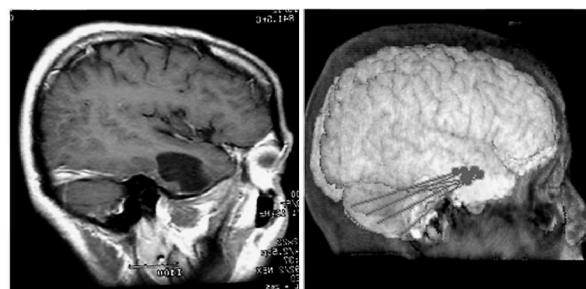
MEG (脳磁図) によるてんかん焦点の推定。左: 矢状断MRI, 右: 脳磁図 (3次元表示)。右側頭葉先端に棘波双極子の集簇が認められる。
